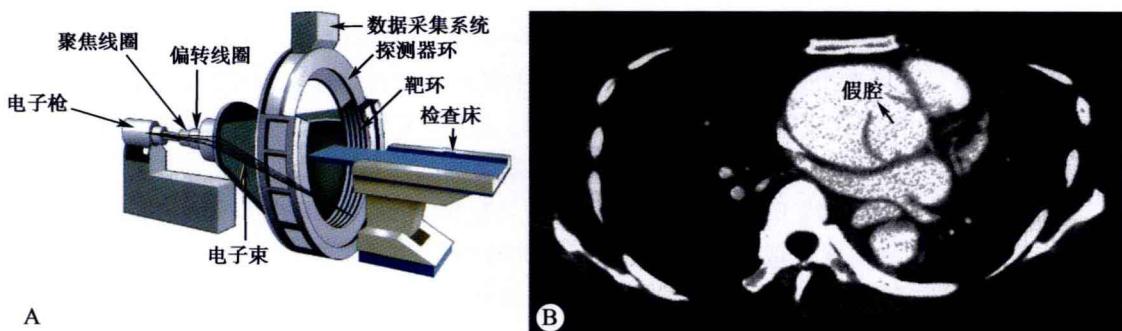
电子束 CT 构成 (A) 及临床心脏扫描图像 (B)
